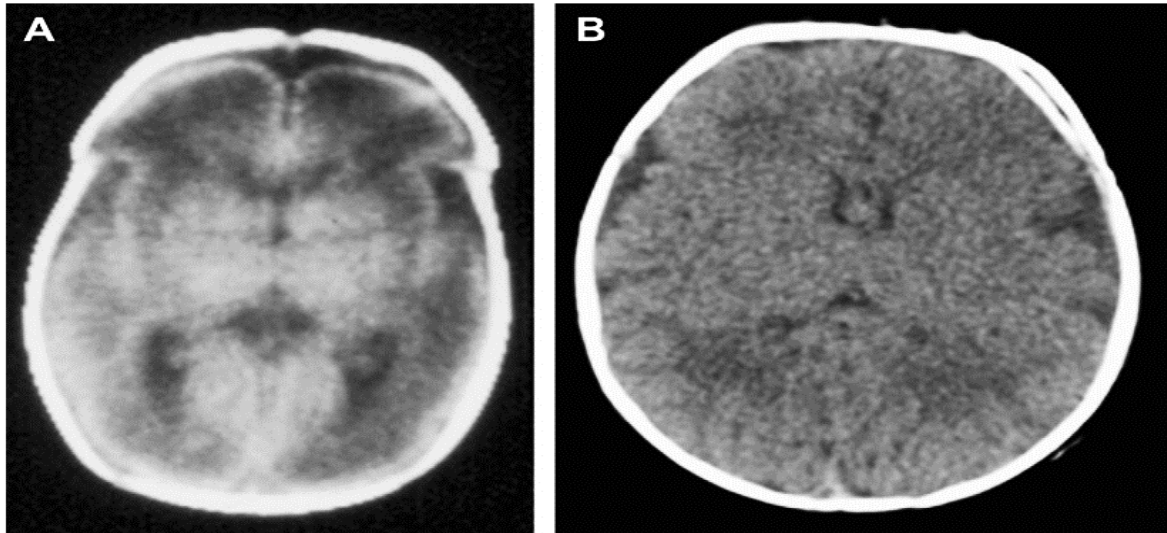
Clichés TDM d'un nouveau-né prématuré (A) et d'un nouveau-né à terme (B). À noter la faible atténuation de la matière blanche par rapport au cortex et aux noyaux gris centraux, surtout chez les prématurés [138].
